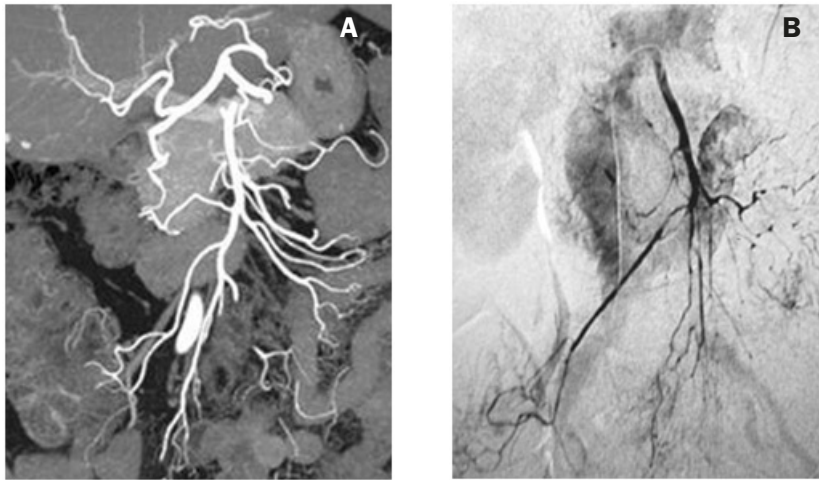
Arteriografía en paciente sano y con colitis isquémica. A. Arteriografía mesentérica normal realizada con TC multidetector. B. Marcada vasoconstricción de las ramas cólica media y derecha, así como también múltiples focos espásticos en ramas yeyunales.
